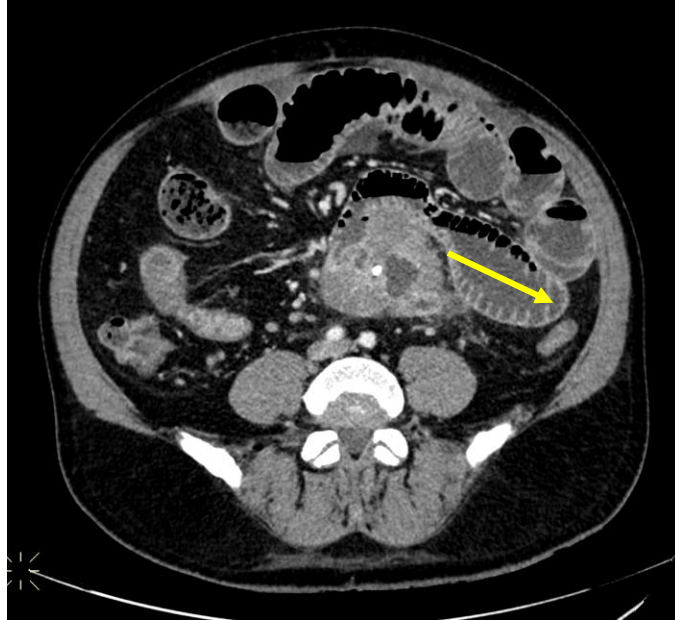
Paciente con dolor abdominal agudo y sospecha de obstrucción intestinal. La imagen de la TC en corte axial muestra una masa sólida, heterogénea, de crecimiento exofítico que parece depender de la pared intestinal adyacente. Se observa cambio de calibre brusco en su margen derecho compatible con obstrucción intestinal mecánica secundaria. Confirmación histológica de GIST yeyunal.
